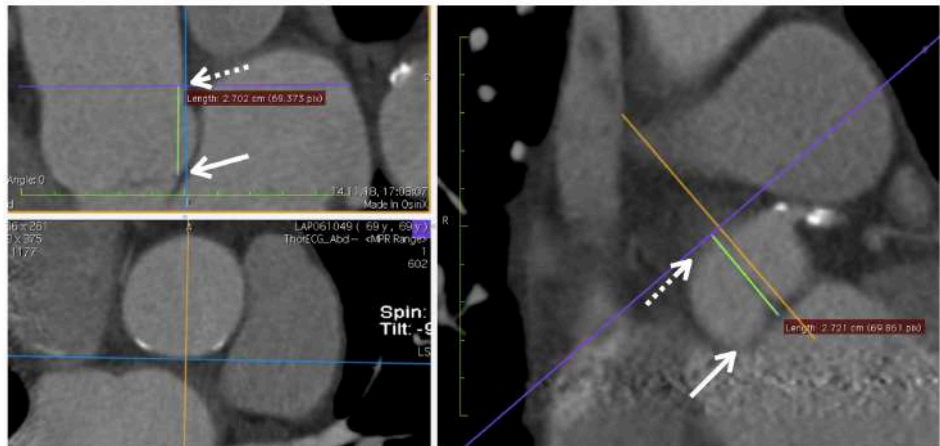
Измерение высоты корня аорты (МСКТ-аортография)
